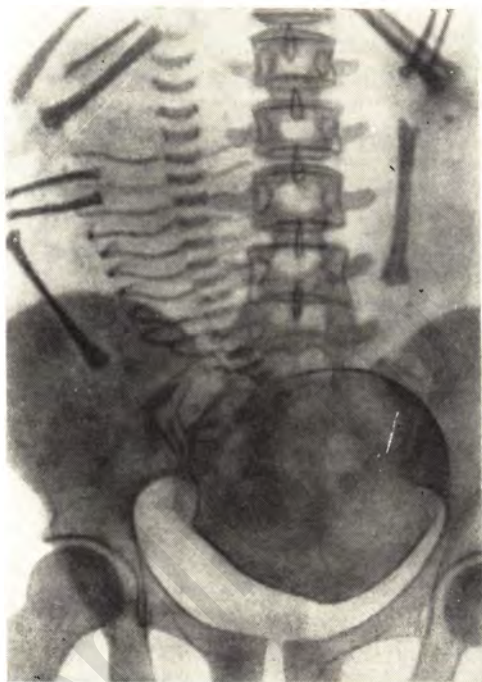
Прямая рентгенограмма живота беременной. Лобное предлежание плода.
